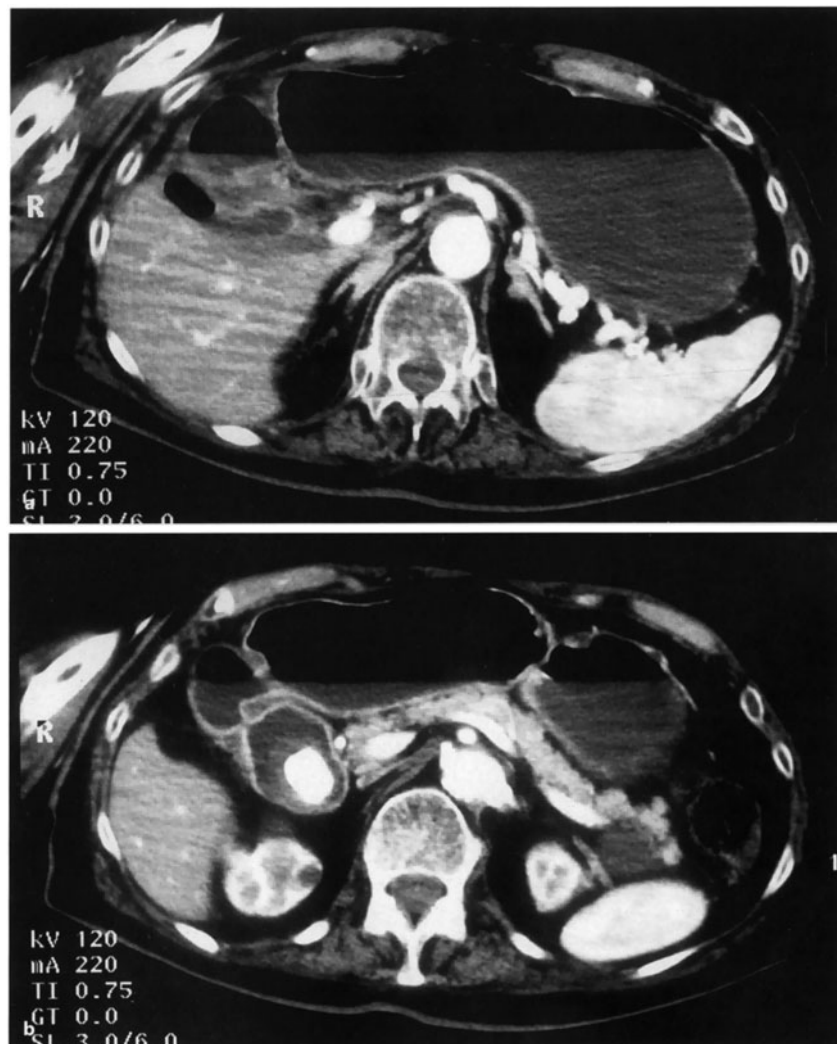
Gallensteinileus (KM-CT). a Spiegel im dilatierten Magen und Duodenum; dorsal des Duodenums, ventral des rechten Leberlappens, die kleine, nicht gut abgrenzbare Gallenblase mit Luftschnuß. b Konkrement am unteren Duodenalknie (kalkdicht); Magen und Dünndarm dilatiert, mit Spiegeln. (Freundlicherweise zur Verfügung gestellt von Herrn Prof. Dr. K.J. Pfeifer, Institut für Radiologische Diagnostik der Universität München, Standort Innenstadt)
